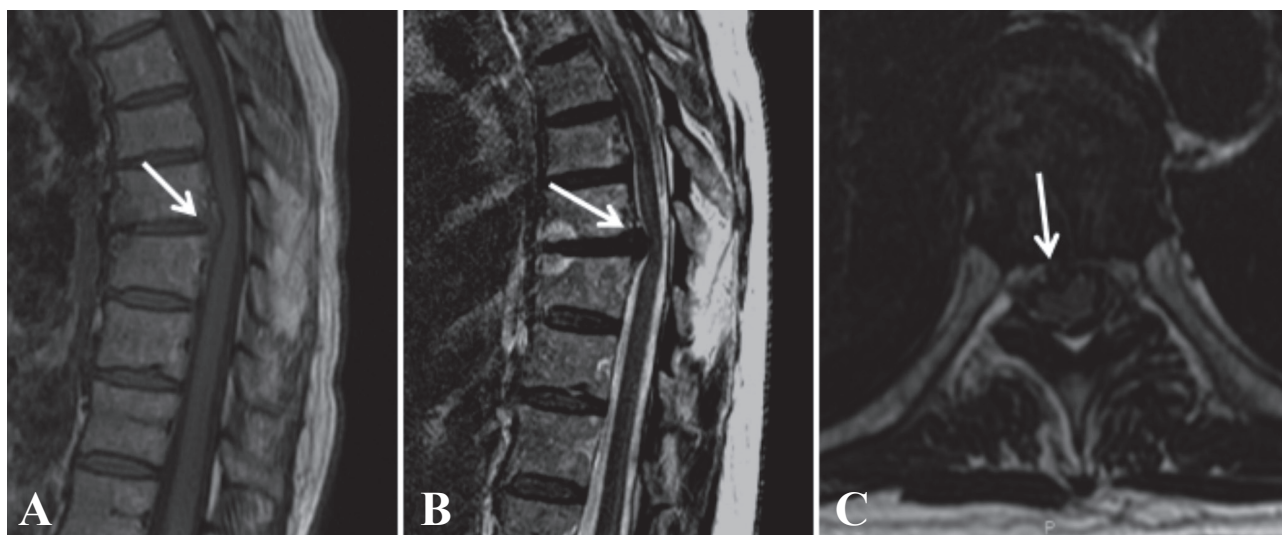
Imágenes de resonancia magnética. Secuencias sagitales potenciadas en T1 (A), T2 (B) y axial T2 (C), las cuales muestran una protrusión discal paramedial derecha (flecha) que oblitera por completo focalmente el espacio subaracnoideo anterior, contactando y deformando con el cordón medular.
